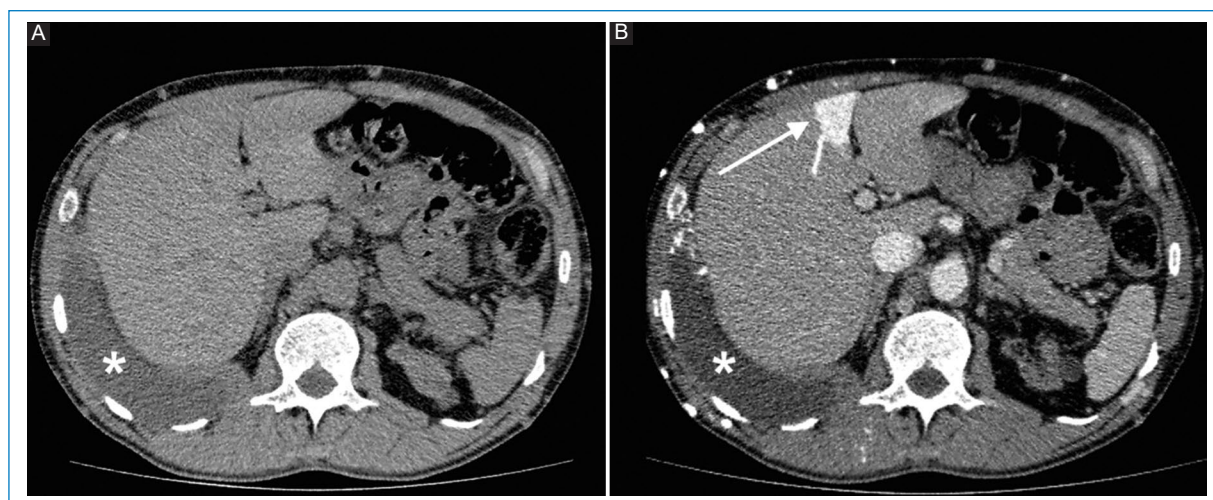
TC cortes axiales sin contraste endovenoso (A) y con contraste endovenoso (B) donde se visualiza un área en forma de cuña a nivel del segmento IV hepático correspondiente al signo del punto caliente (flecha blanca). Se visualiza además la presencia de derrame pleural derecho (*).
